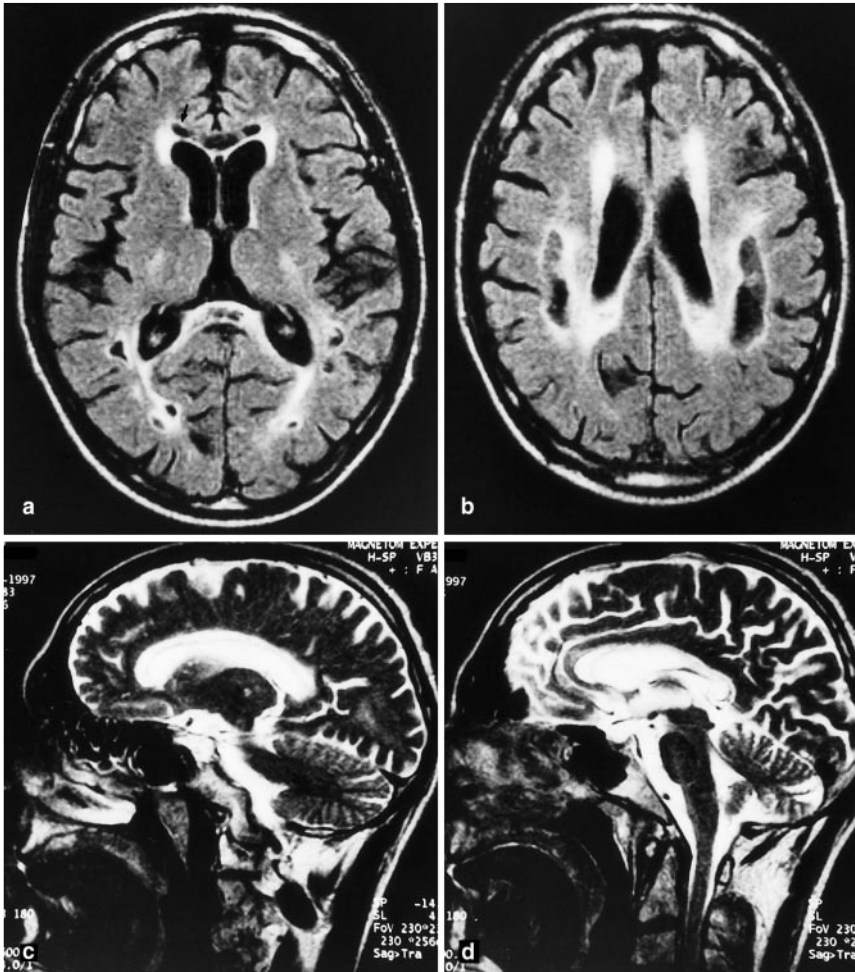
d ▲ Patient 1: MRT 5 Wochen nach Krankheitsbeginn. Nachweis der Läsionen in der IR-dark fluid-Aufnahme (a, b in transversalen Schichten). Die T2-gewichteten sagittalen Bilder (c, d) zeigen den Befall des gesamten Balkens
